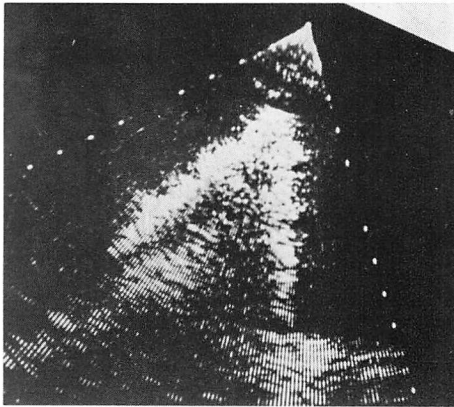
Two-dimensional echocardiogram of the cast.
